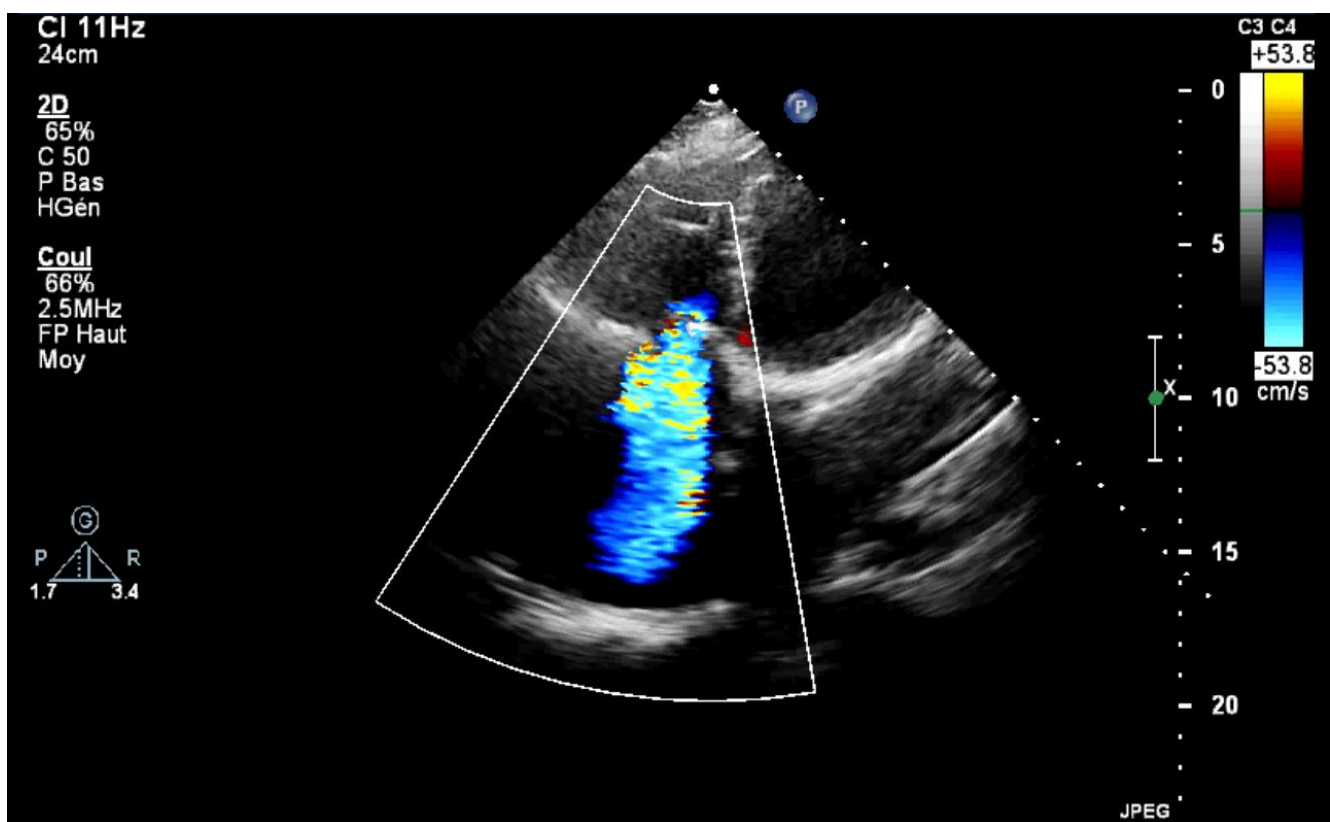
Image échographique d'une patiente de notre série objectivant une IT minime
